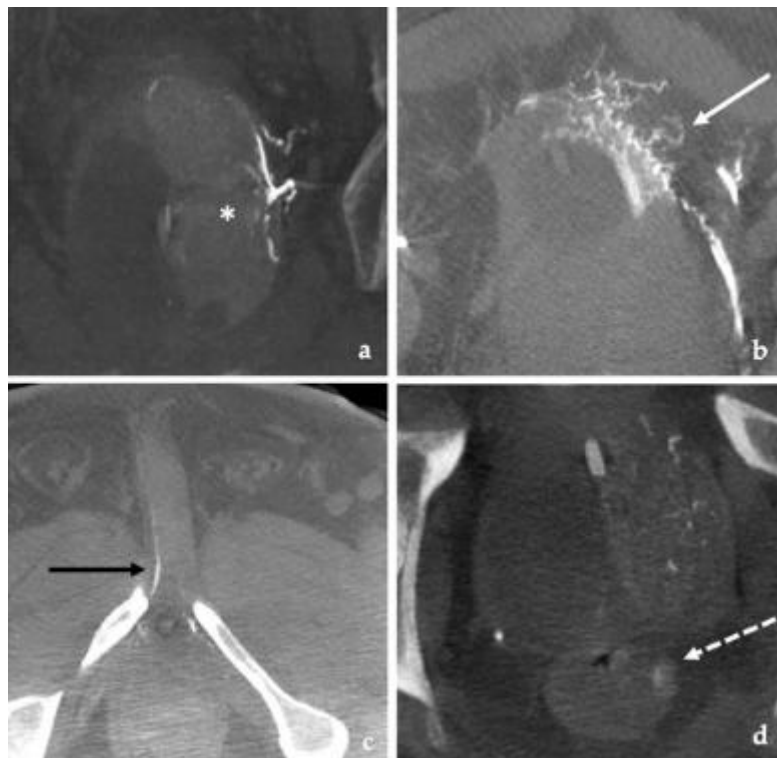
Exemples de cone-beam CT illustrant l'embolisation ciblée et non ciblée (43)
